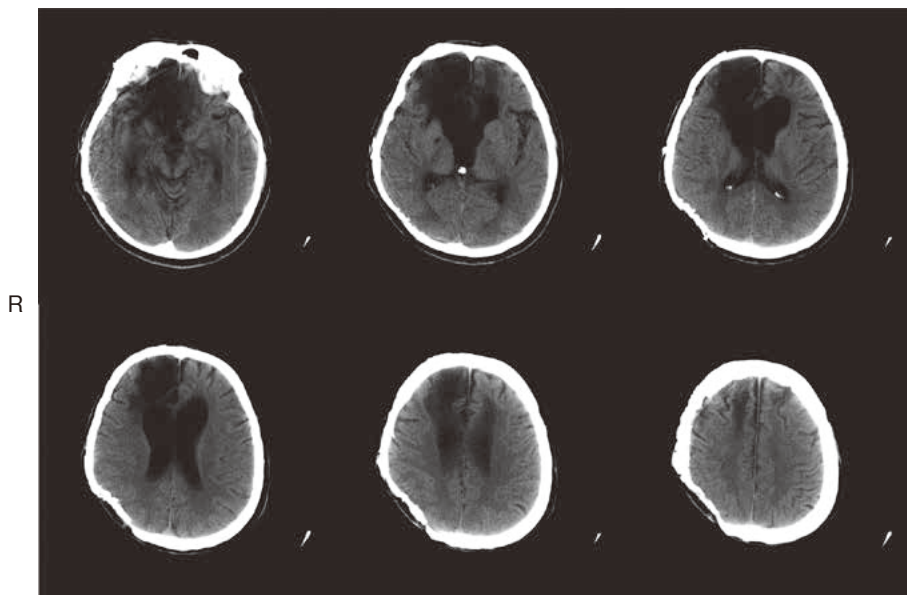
本症例の介入時(200X+9年)のCT画像
